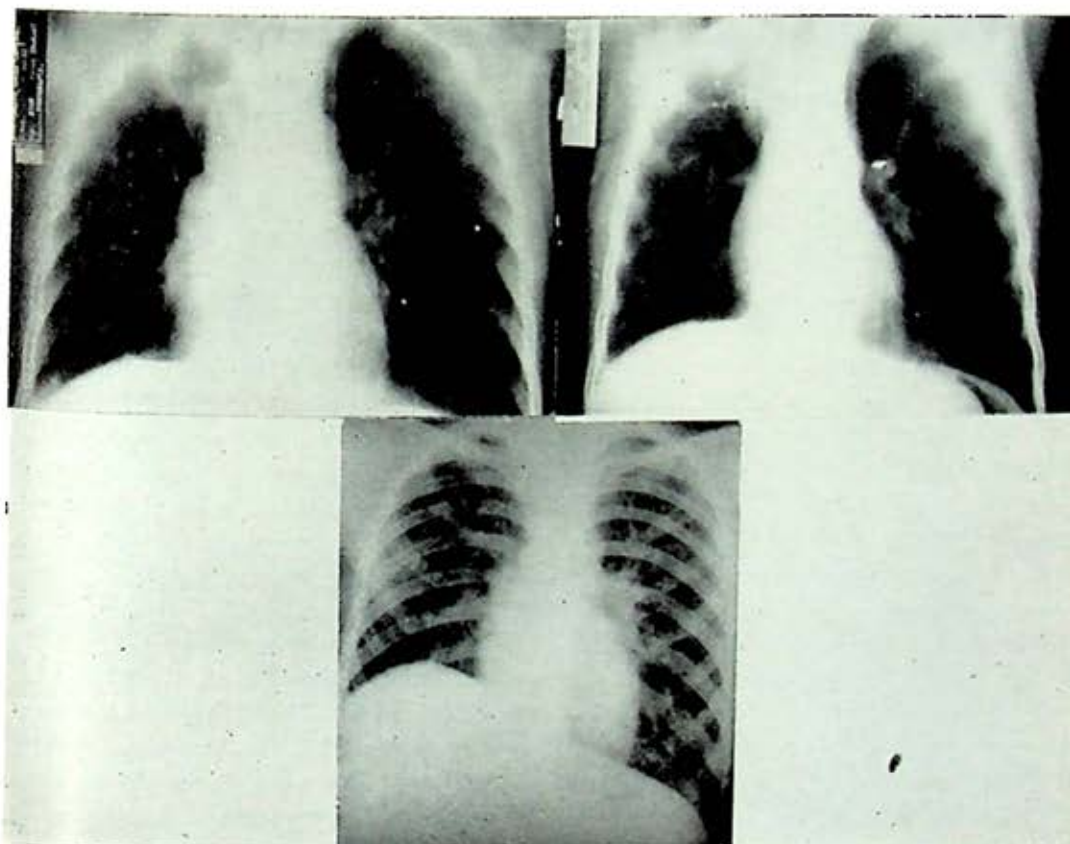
La tomografía de ingreso muestra la imagen cavitaria y las calcificaciones.
